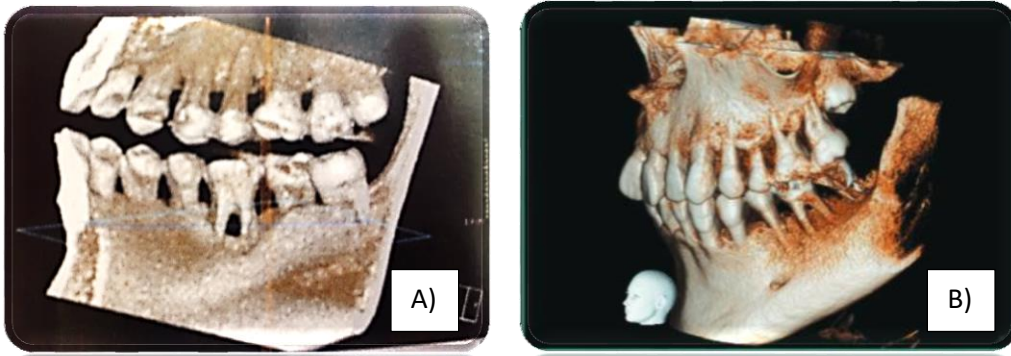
Cone Beam Tomografía Computarizada en Odontología. A) Lesión de furcación en primer molar inferior, B) Pérdida ósea horizontal del primer premolar al segundo molar.^{38, 39}
